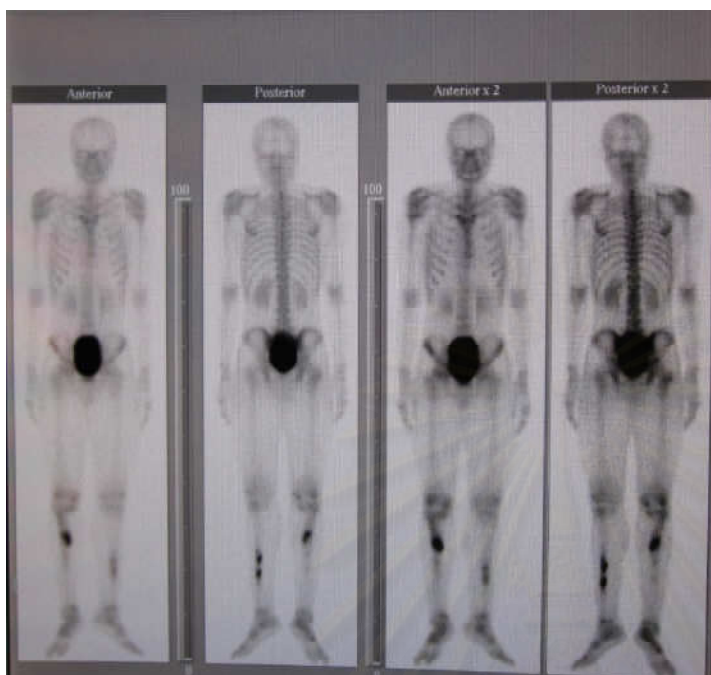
Bone scintigraphy (TC-99m MDP)
